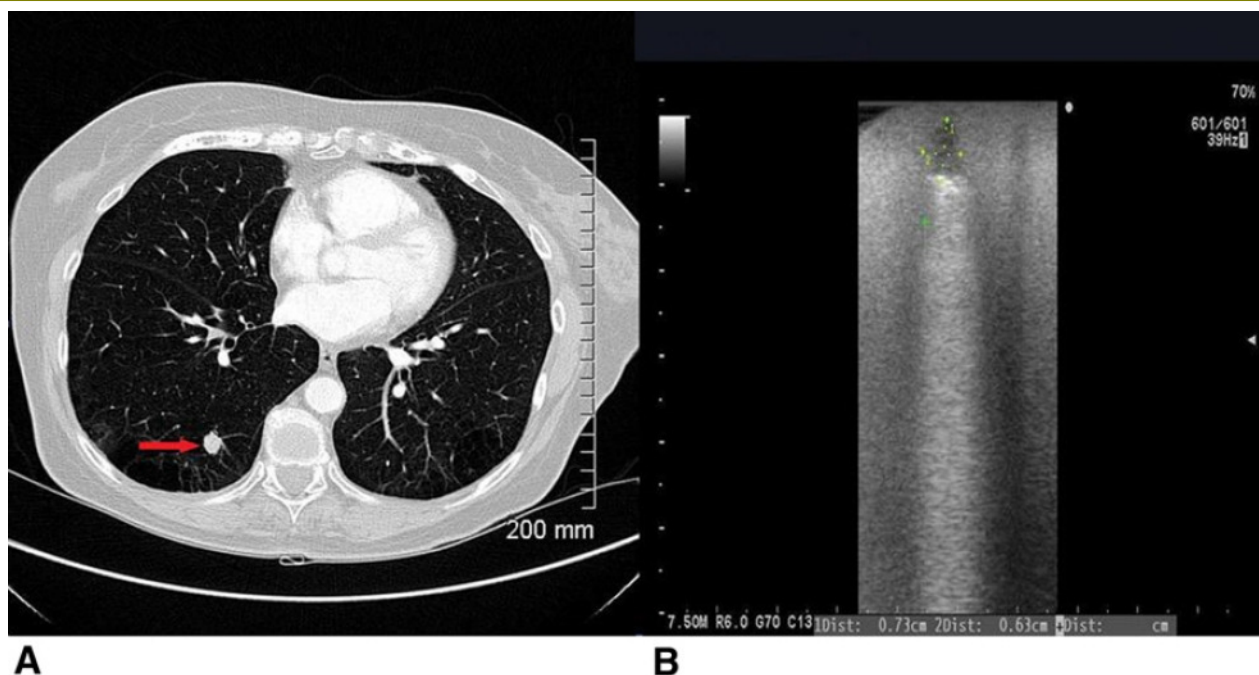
左圖為電腦斷層下發現一公分之肺結節。右圖為術中超音波影像，呈現一低回音 (hypoechoic) 影像後面接著高回音 (hyperechoic) 之影像。
